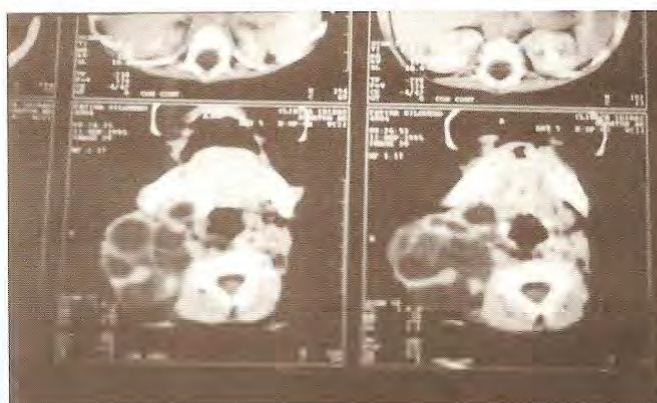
tomografía computada del paciente de la figura 2.
